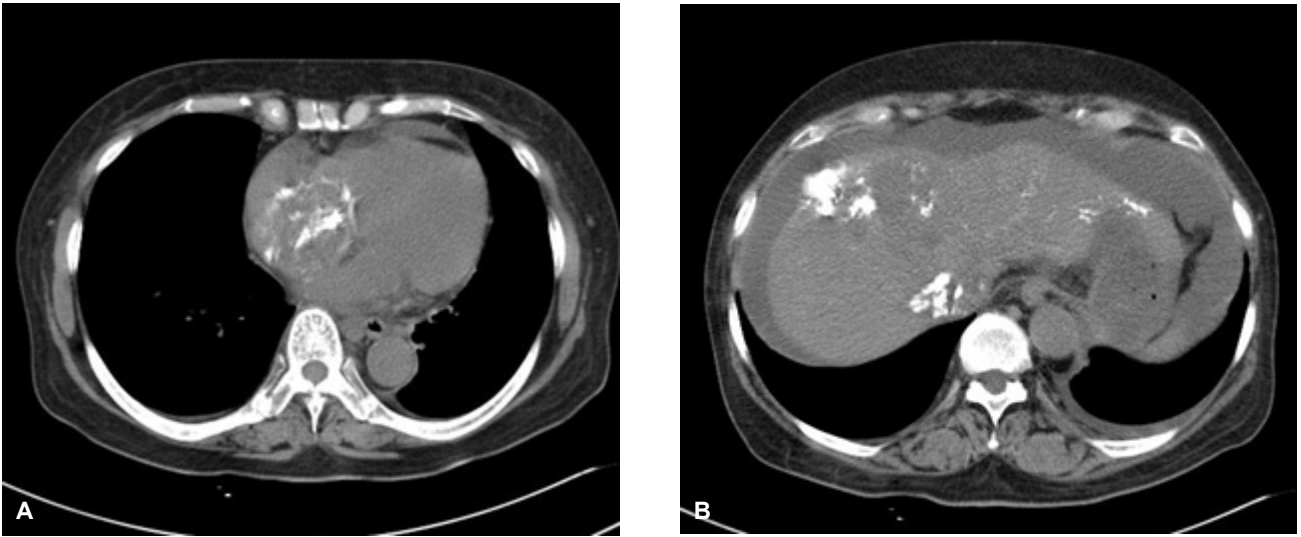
Computed tomography images show partial lipiodol uptake in the RA mass (A) and left lobe (segments 5 and 8) of the liver (B).
